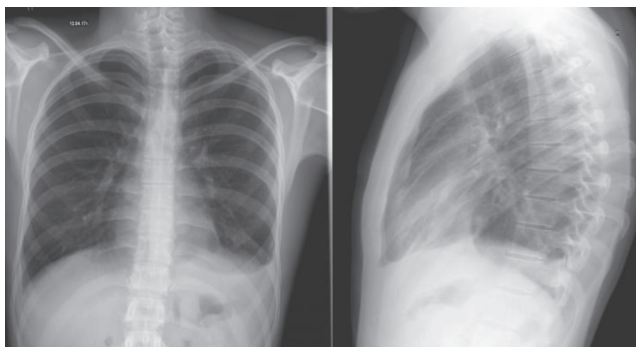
Плевропневмония в нижней доле слева, дисковидный ателектаз в язычковых сегментах по результатам рентгенографии
